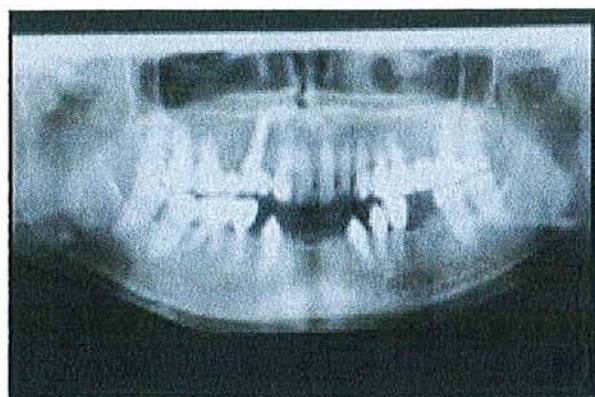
Orthopantomogramme® (www.dentalespace.com)
